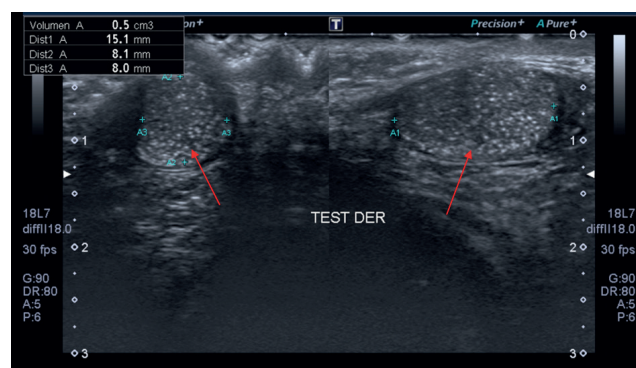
Ultrasonido testicular derecho con microlitiasis testicular, 2 años de edad. Patrón de cielo estrellado difuso señalado por flecha.
